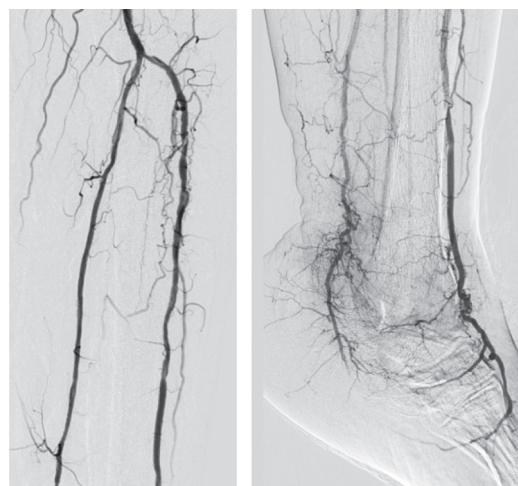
Angiographic result of X-ray endovascular intervention in patient K.
